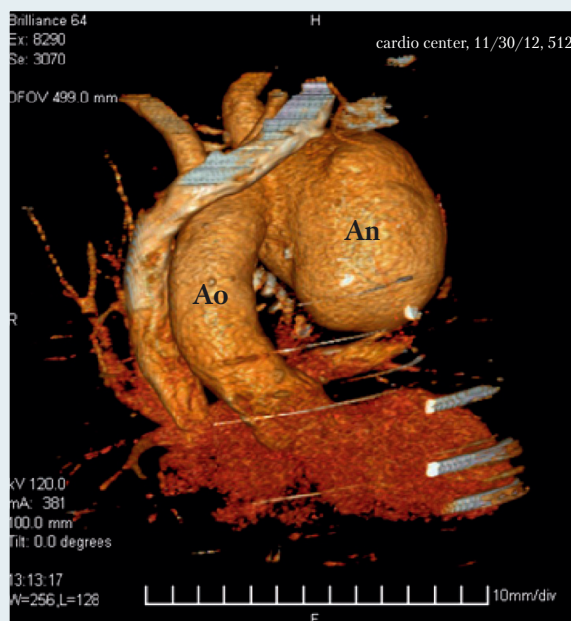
Доопераційна комп'ютерна томограма пацієнта Ш., 60 лет
